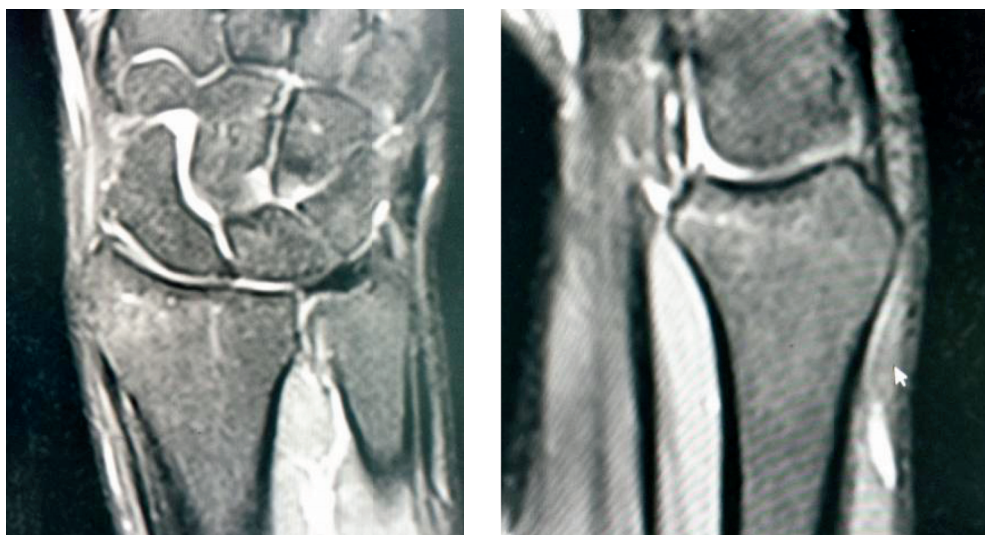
Серия снимков МРТ через 3 месяца после четырех внутрикостных блокад в шиловидный отросток правой лучевой кости (МРТ 1,5Т)
